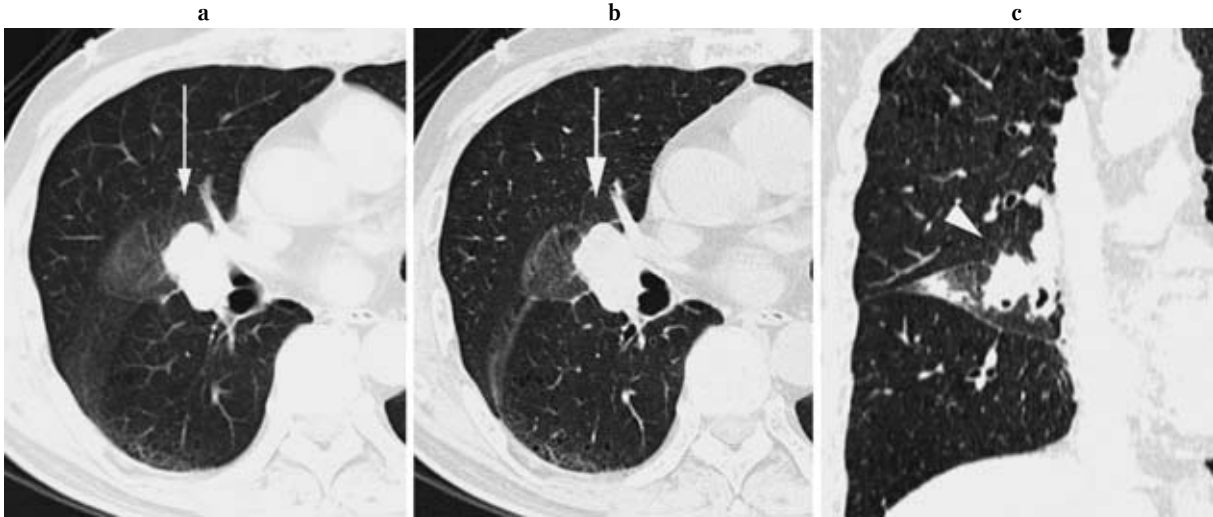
76-year-old woman with localized bronchioalveolar carcinoma in the right upper lobe. Routine CT (a) with 5-mm section thickness demonstrates semi-solid nodule, whose longest diameter is 29 mm, and is considered to be T1. Thin-section axial CT (b), and sagittal (c) and coronal (d) MPR image with 1-mm section thickness clearly show a semi-solid nodule. The longest dimension on sagittal MPR image is 38 mm, and it was diagnosed as T2.
